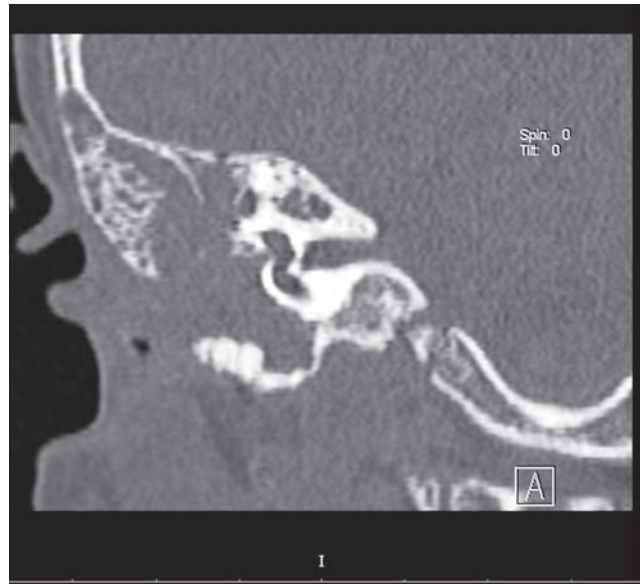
МСКТ с реконструкцией в коронарной проекции
